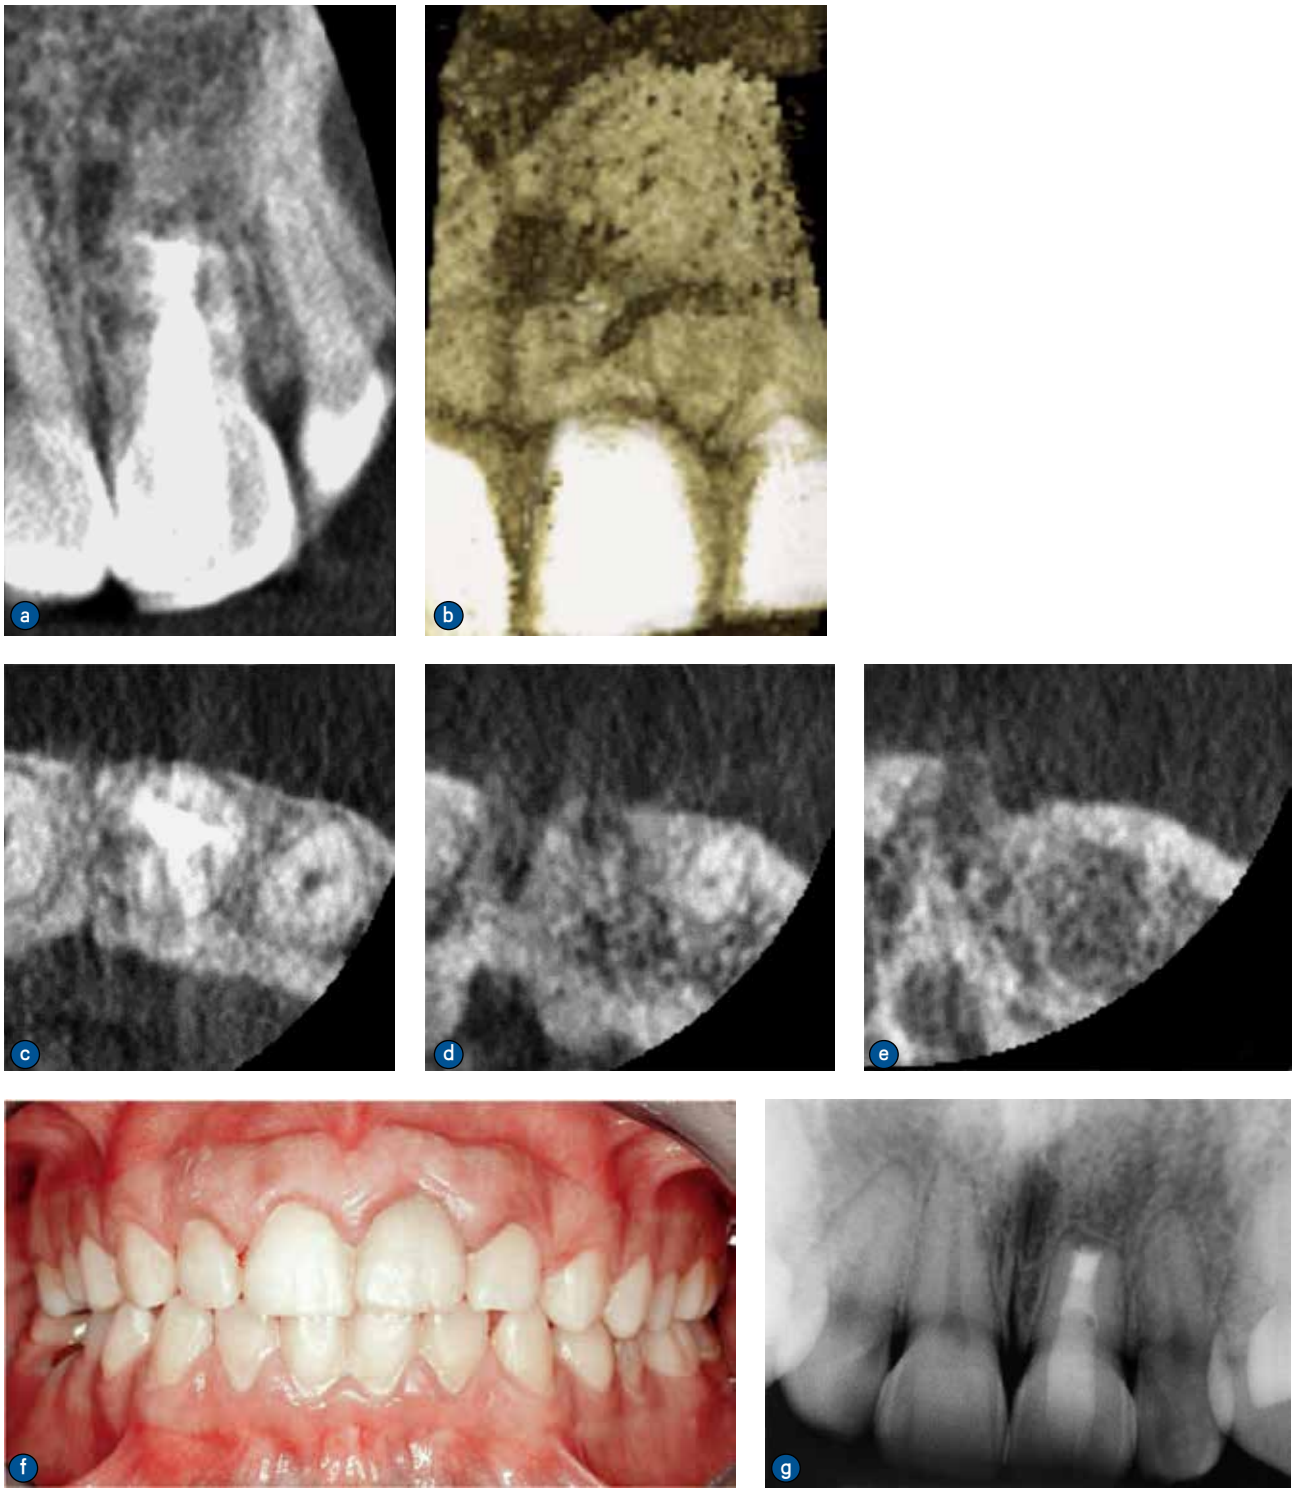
术后2年随访情况。a和b.CBCT 冠状位图像；c~e.CBCT 轴位图像；f. 口内照；g.X 线片
